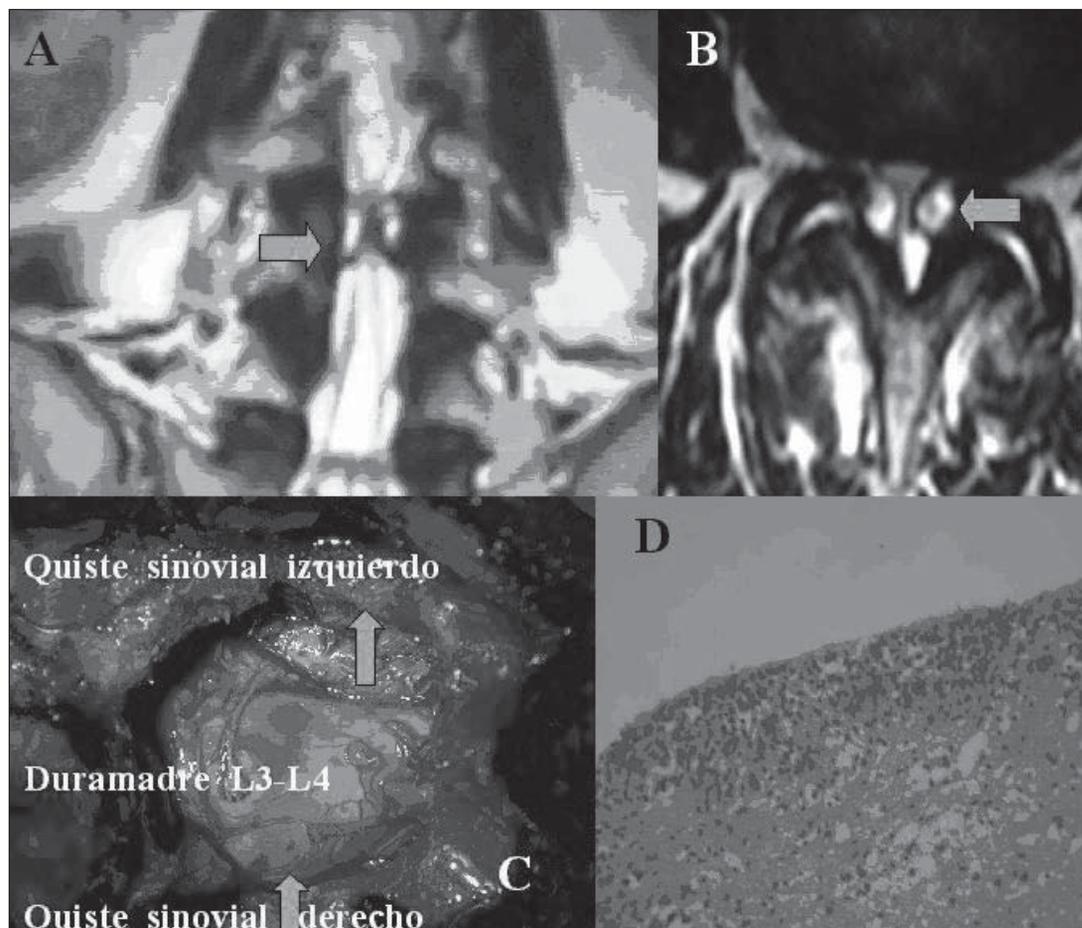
Imágenes del quiste sinovial lumbar bilateral en forma de mariposa o de beso. A. RM lumbar en un corte coronal que muestra los quistes bilaterales. B. Los mismos quistes, pero en un corte axial de la RM. C. Durante la cirugía se observó que ambos quistes a nivel de L3-L4 estaban produciendo la compresión tecal. D. El pseudoepitelio de la membrana sinovial interna.
